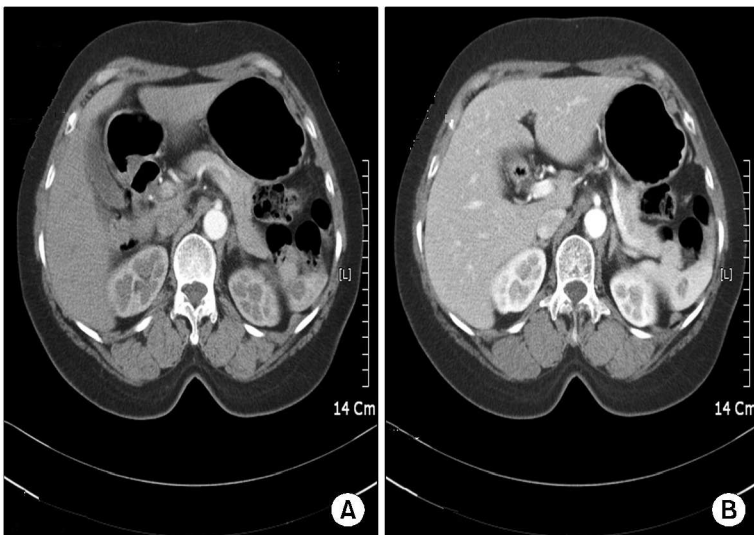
Preoperative abdominal CT findings: there is the solitary 1.5 cm sized mass in the lower pole of the spleen, which is located within the splenic parenchyme. (A) Arterial phase, (B) venous phase. It shows outer enhancement, so the hemangioma had to be ruled out, but slightly rim enhancement is observed so that splenic metastasis couldn't be exclusively ruled out.
